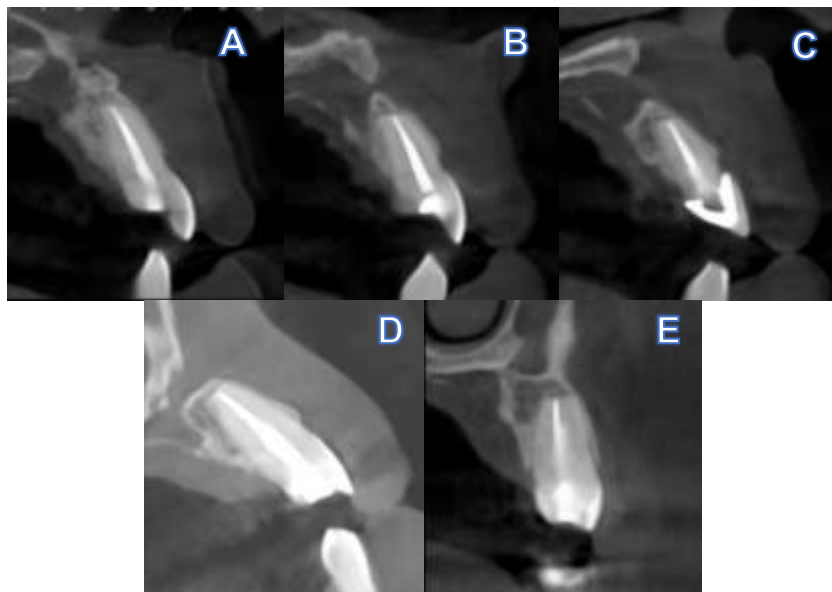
Tomografía de control a los 5 años de piezas (A) 11; (B) 21; (C) 22; (D) 23; (E)
